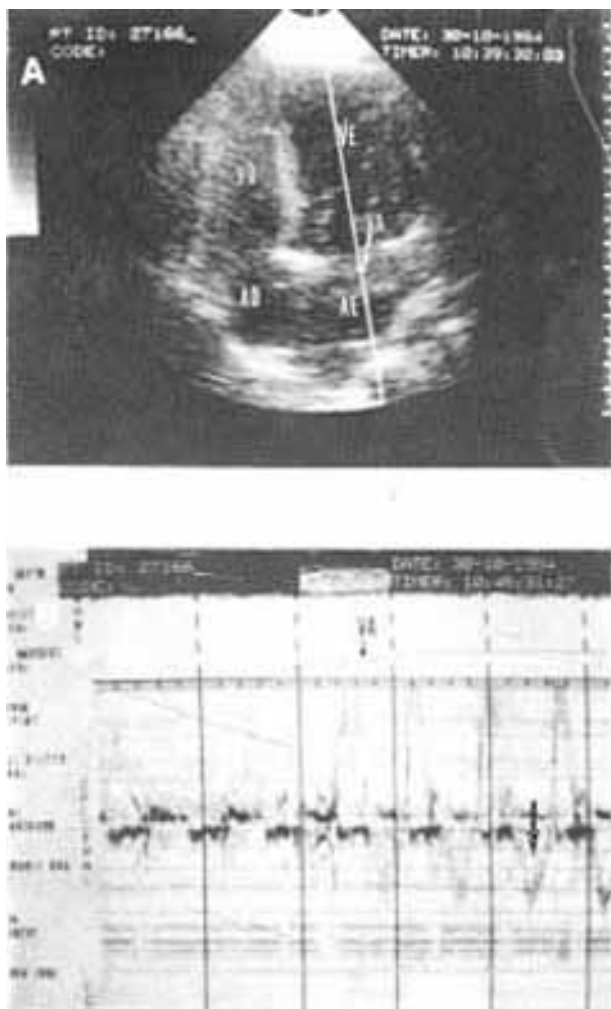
Insuficiência mitral. A: Ecocardiograma bidimensional obtida desde o ápex, mostrando um corte de quatro câmaras. O volume-amostra do eco Doppler (VA) encontra-se no interior do átrio esquerdo (AE), por trás do plano valva mitral. VE: ventrículo esquerdo; VD: ventrículo direito; AD: átrio direito. B: Doppler espectral corresponde à figura anterior, mostrando o fluxo de regurgitação (seta) afastando-se do transdutor.
